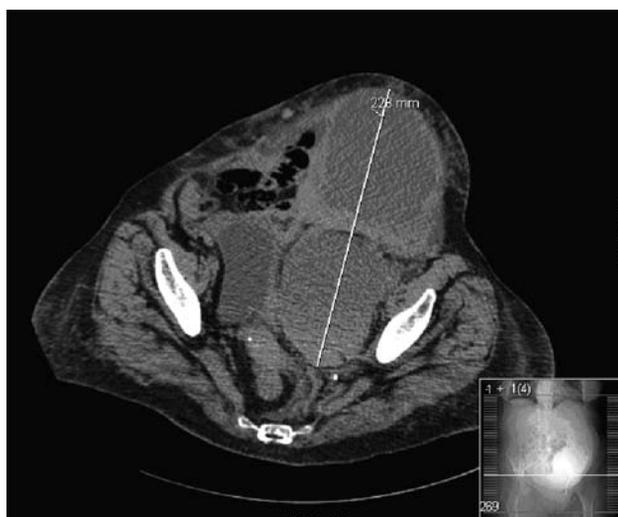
Imagen de TAC en corte transversal que muestra gran colección en cuadrante inferior izquierdo de 22,8cm de diámetro con una porción intraabdominal en Douglas y otra en pared abdominal a nivel de hipogastrio y fosa iliaca izquierda.
